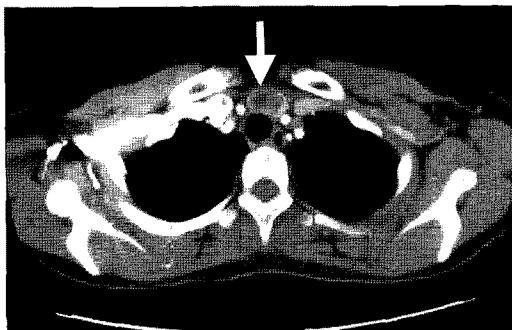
Chest CT showing 3 cm sized well-margined mass (arrow) in midline portion of supero-anterior mediastinum.
